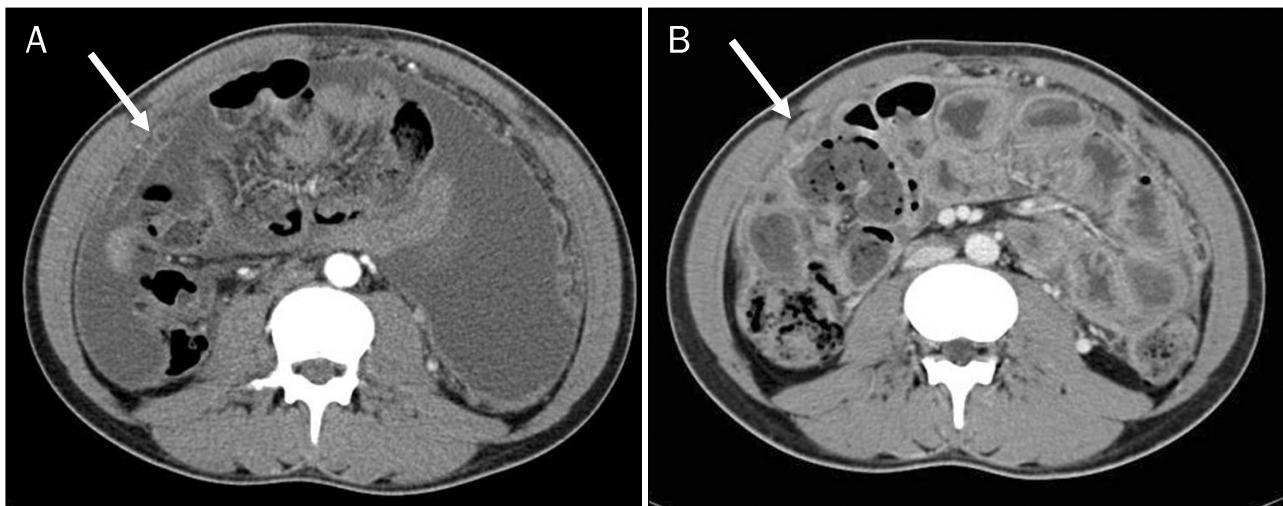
(A) Initial pelvic CT before anti-tuberculosis therapy showed a lot of ascites and omental smudge (arrow). (B) Follow-up CT 2 months after starting anti-tuberculosis therapy showed decrease of ascites and omental smudge (arrow).
